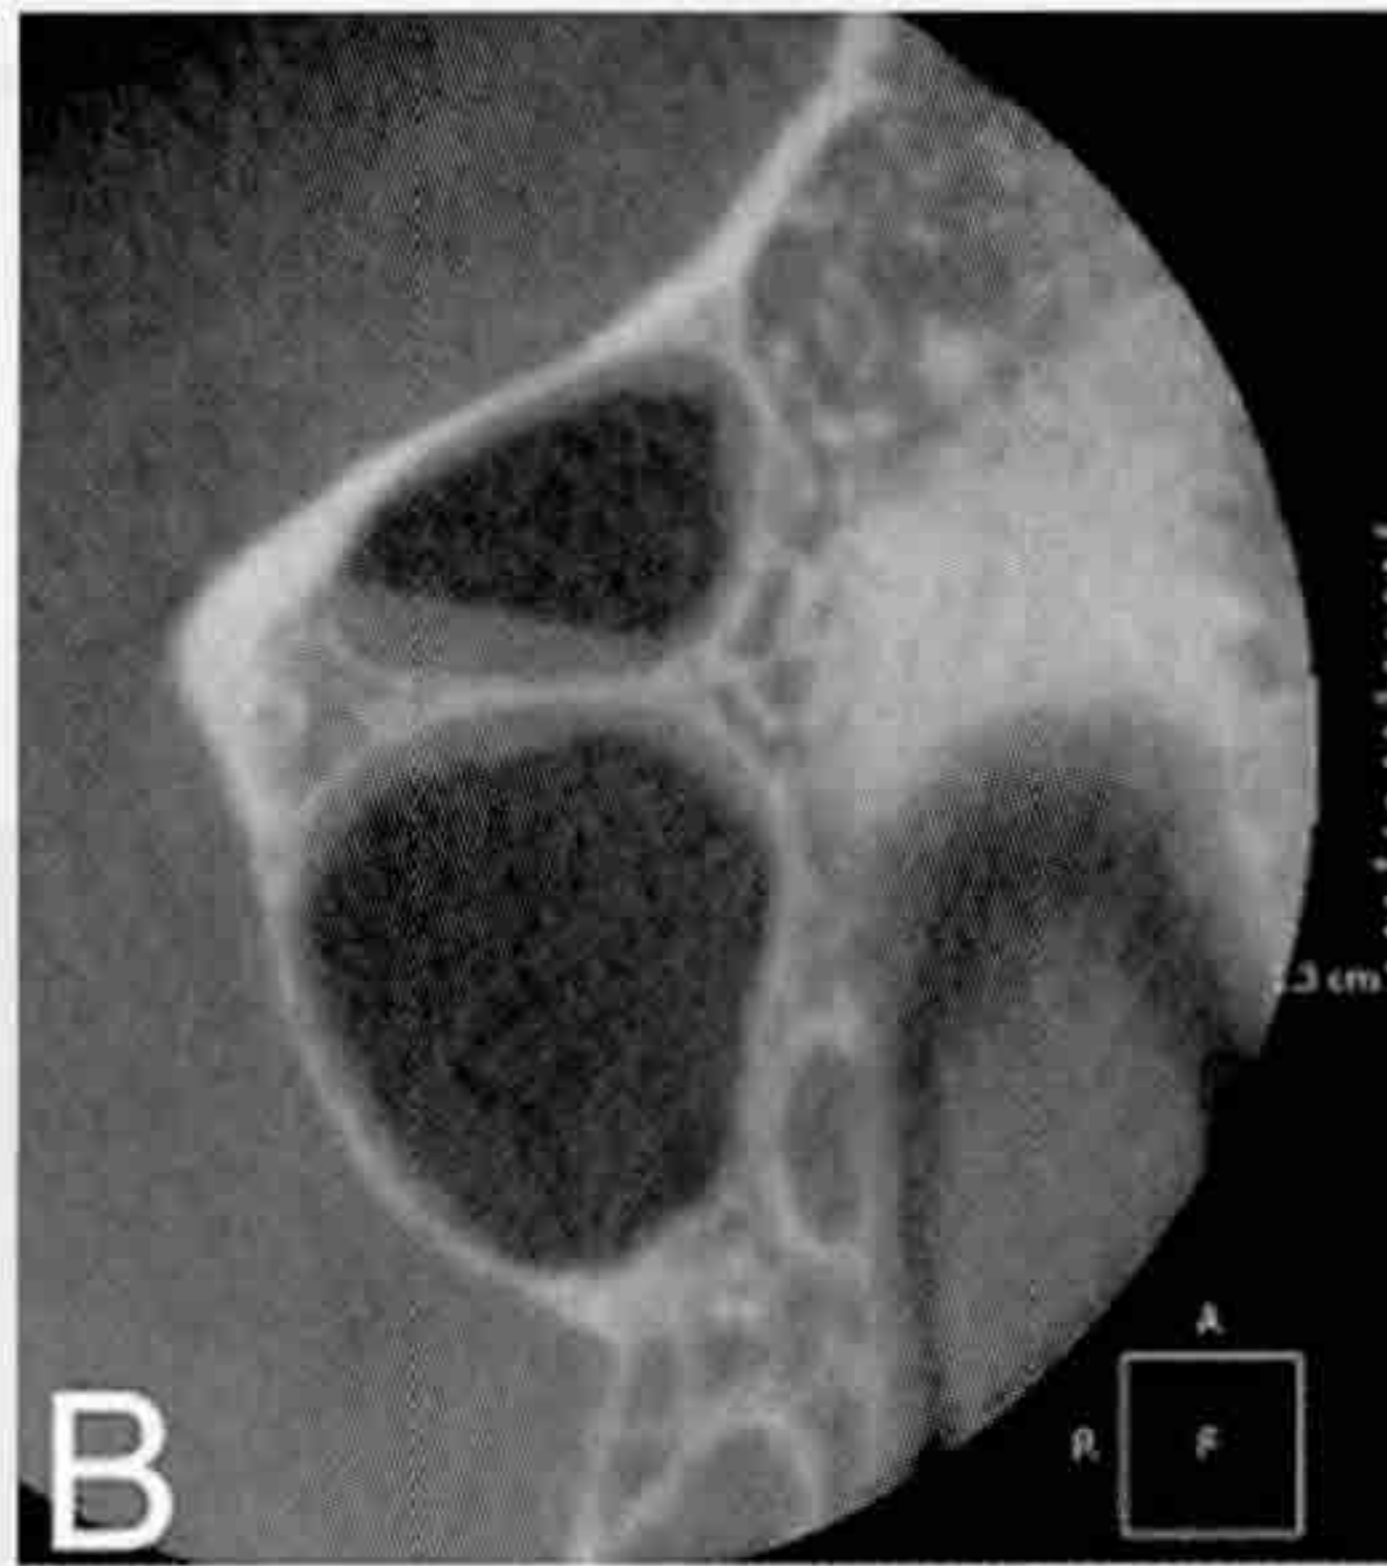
우측 상악동의 CT 횡단면, 파노라마에서 관찰하기 어려웠던 협구개측으로 주행하는 격벽이 관찰된다. C. CT 시상면, 소구치부위에서 수직으로 길게 격벽이 관찰되며 짧은 수평격벽 또한 관찰된다. D. 격벽으로 인해 상악동이 2개의 방으로 나뉘어진 모습을 삼차원입체영상으로 볼수 있다. 상악동 정상 점막은 CT에서도 관찰되지 않는다. CT 상에서 연조직은 회색으로 나타나고 공기는 방사선 투과상으로 검게 나타난다. 격벽과 상악동저에 약간의 점막비후가 관찰된다.
